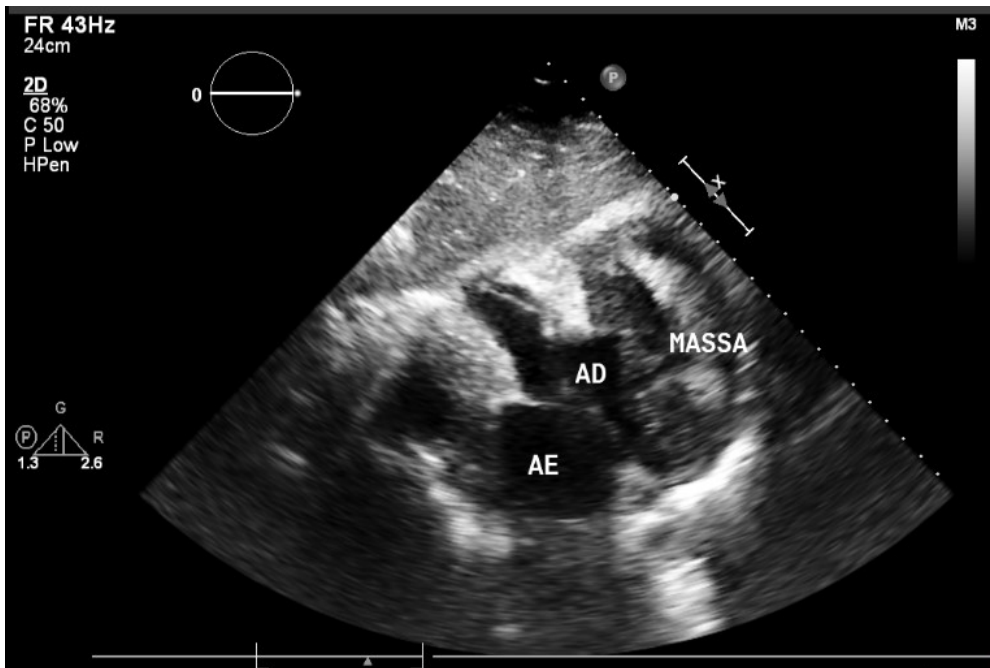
Ecocardiografia visibilizando massa heterogênea, de bordas indefinidas, infiltrando o átrio direito, com perda da delimitação da parede atrial. A parede livre do ventrículo direito encontra-se espessada, com aderência à referida massa, sugerindo infiltração por contiguidade.
